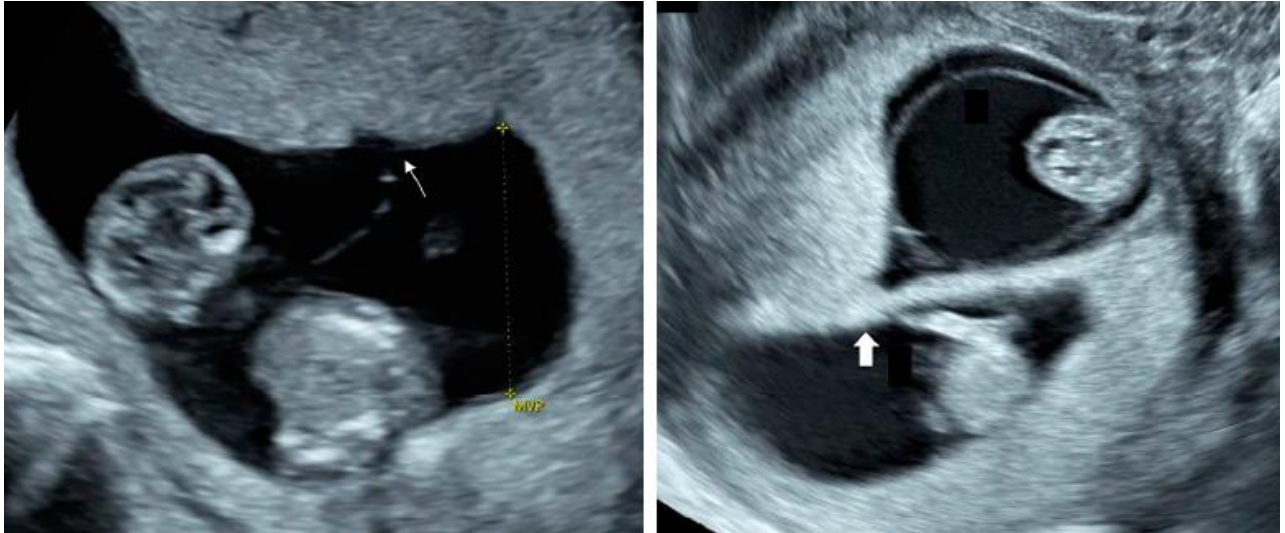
Aspect échographique au 1<sup>er</sup> trimestre d'une grossesse monochoriale à gauche avec le signe du T (flèche), et une grossesse bichoriale à droite avec le signe du lambda correspondant à la présence de la membrane épaisse et du tissu placentaire intermédiaire a sa base. [4]
